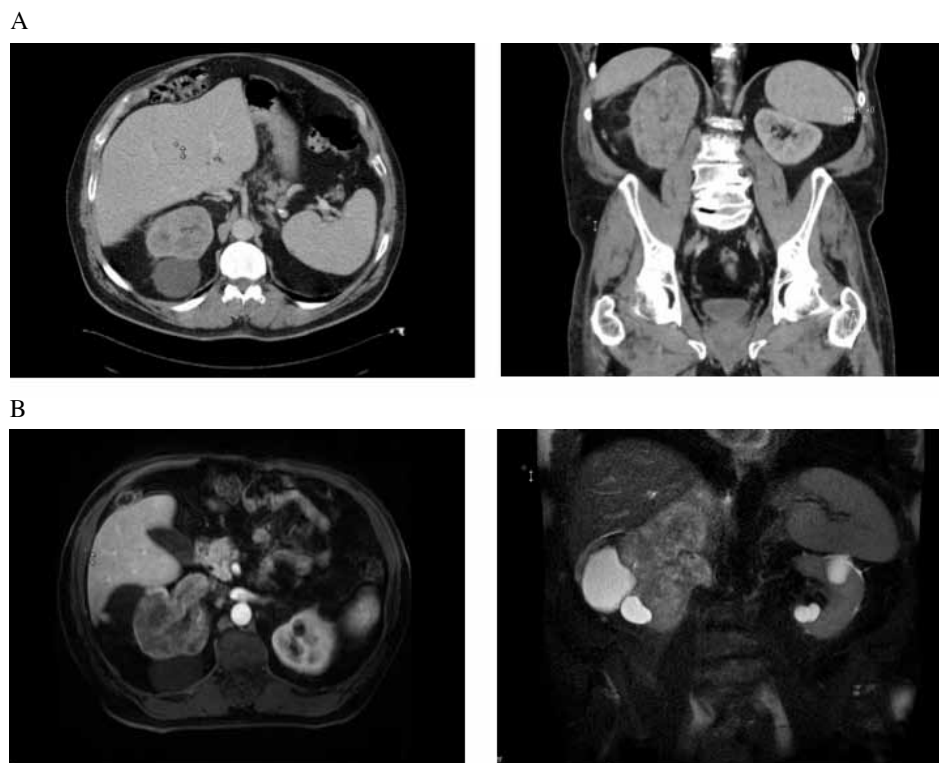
A, TC muestra la masa renal derecha. B, la IRM de abdomen revela una masa renal derecha con trombo en la vena renal.
